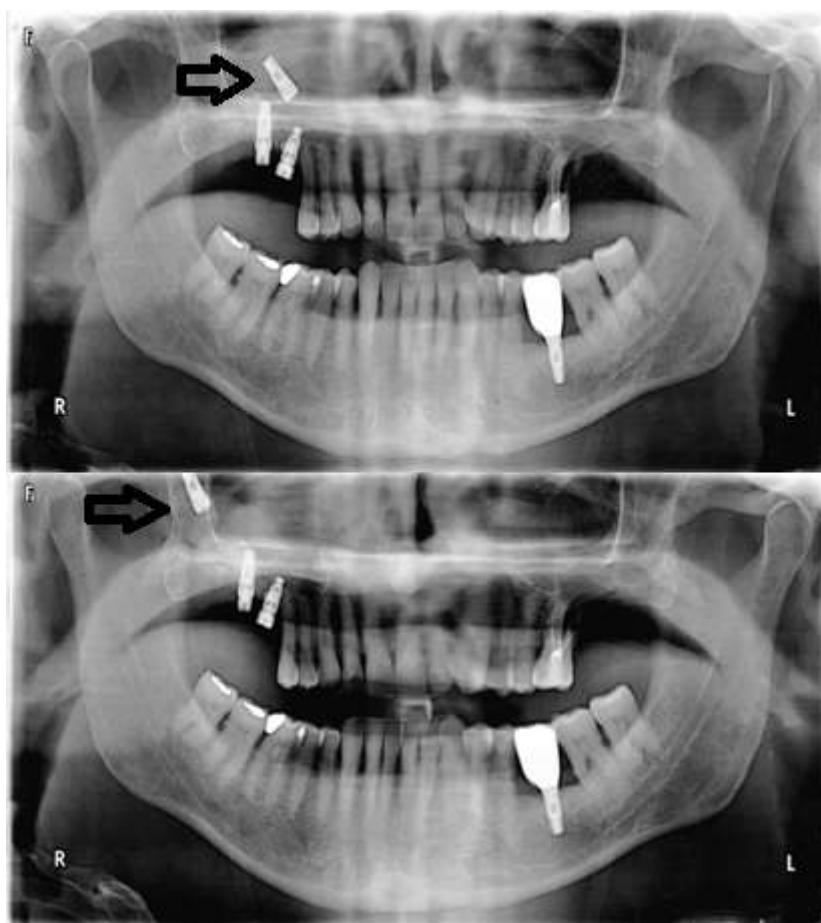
Ortopantomografias revelando implante (seta) no seio maxilar direito que se deslocou cerca de 2 centímetros num período de 3 semanas, demonstrando a capacidade de propulsão dos cílios do epitélio.
